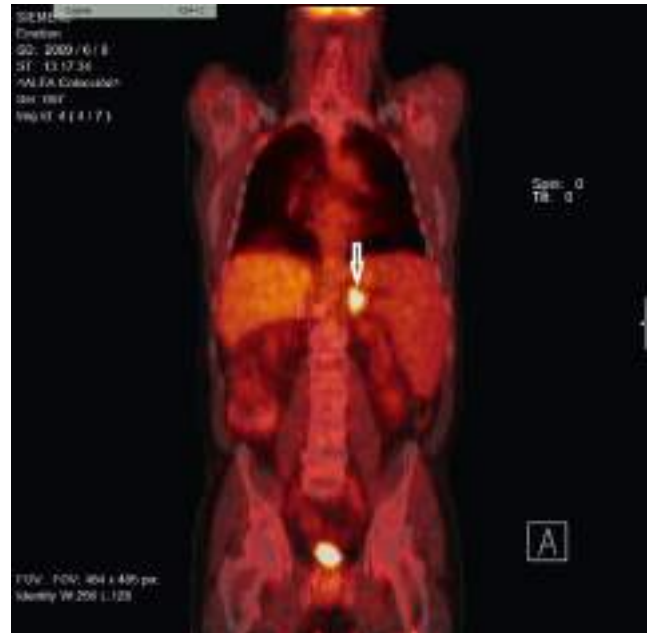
Carcinoma suprarrenal. Imagen obtenida mediante tomografía por emisión de positrones (fluorodesoxiglucosa, PET-FDG). Captación anómala intensa (SUV máximo de 12,7) en glándula suprarrenal izquierda.
